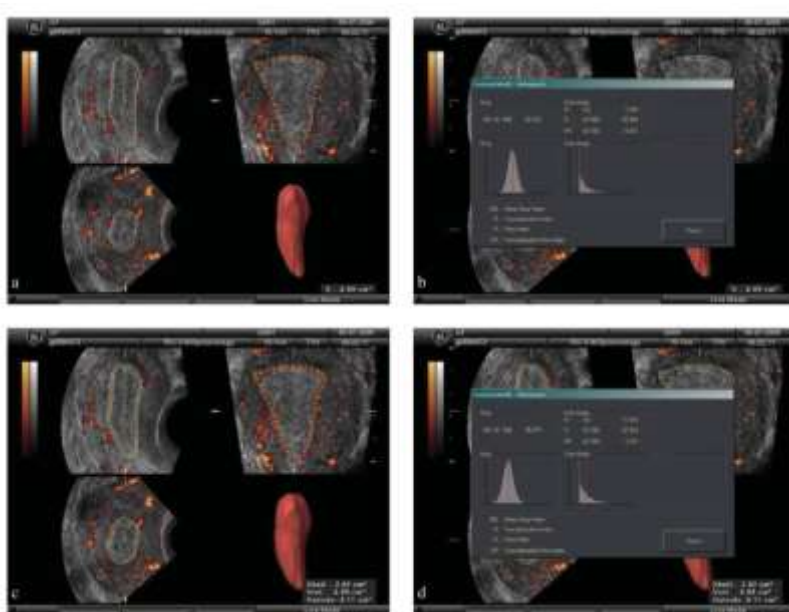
ecografía tridimensional Power-Doppler.
